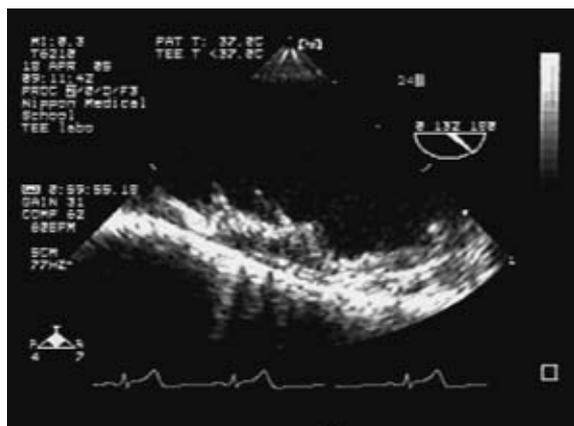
経食道エコー：下行大動脈に内膜の肥厚と隆起性病変を認めた。
